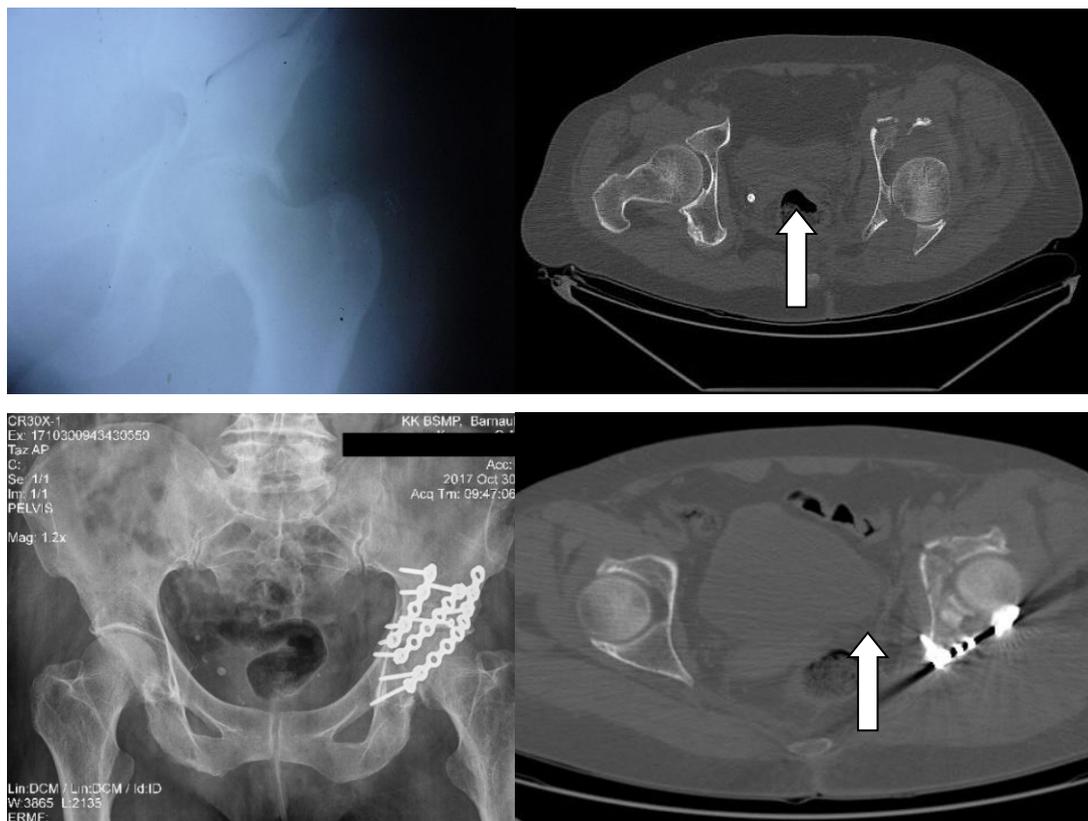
Рентгенограммы и компьютерные томограммы мужчины 44 лет; автодорожная травма (удар в область левого колена при столкновении).
